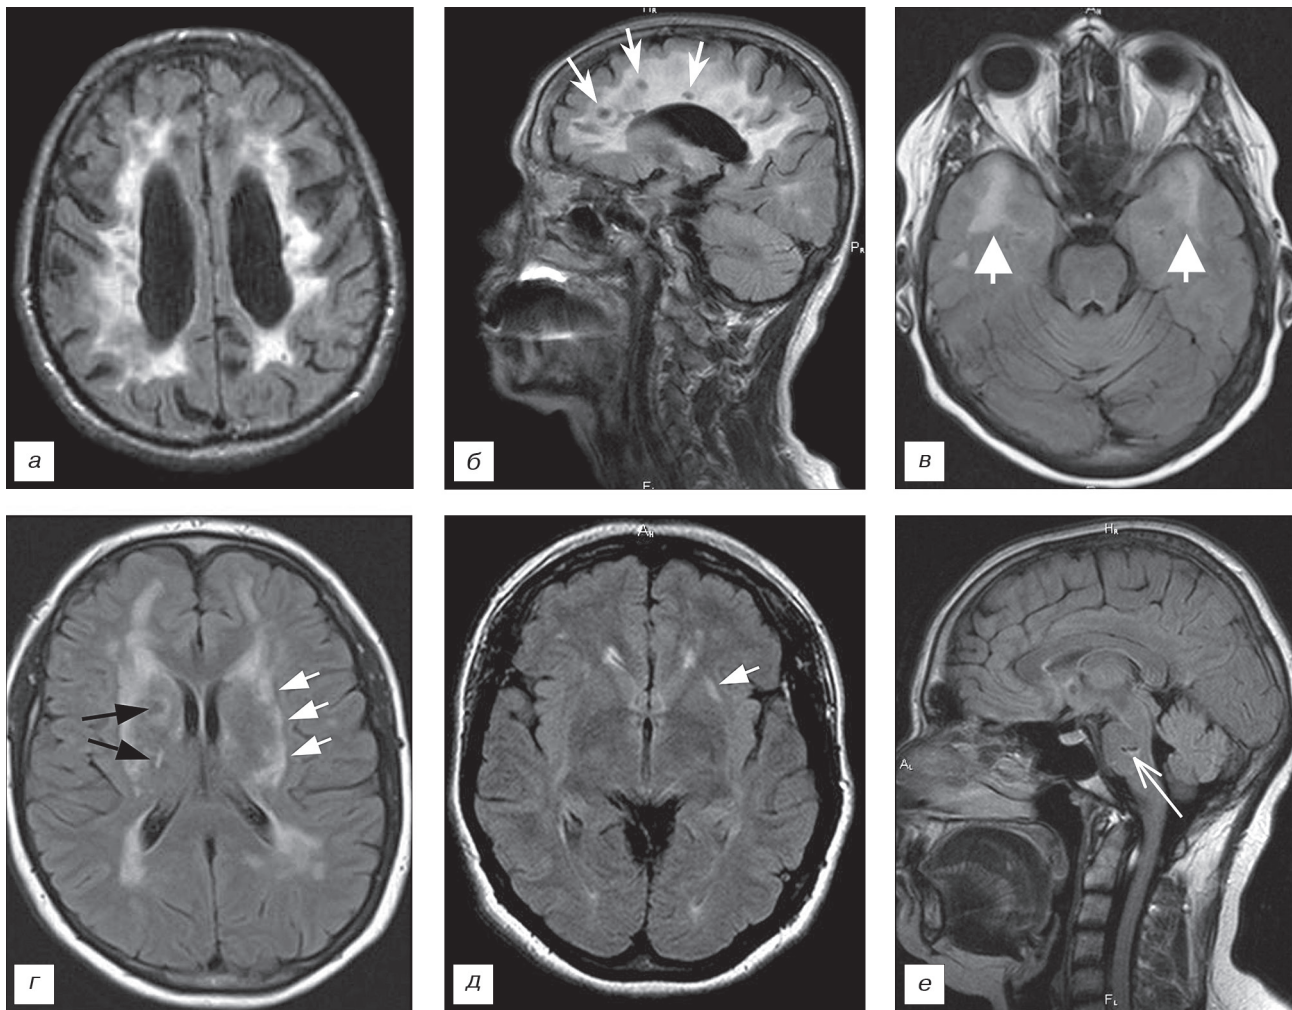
МРТ-картина ЦАДАСИЛ у обследованных пациентов.
